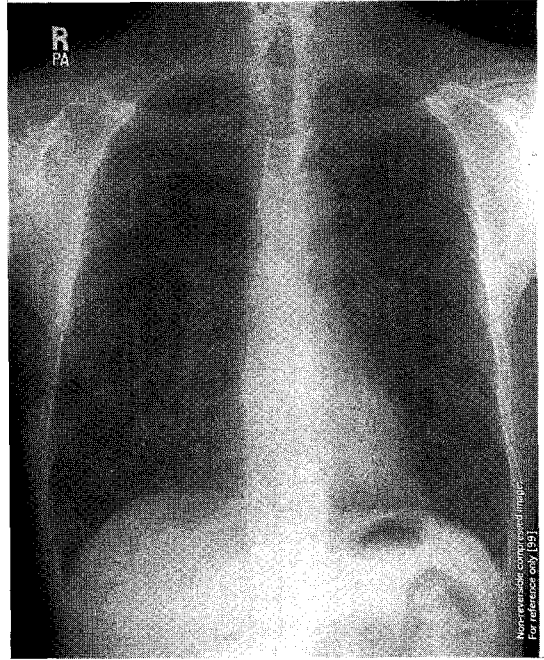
Simple chest radiograph shows reticulonodular infiltrates in both lower lung fields and fibrostreaky density with tiny calcific shadow in the right upper lung field.
